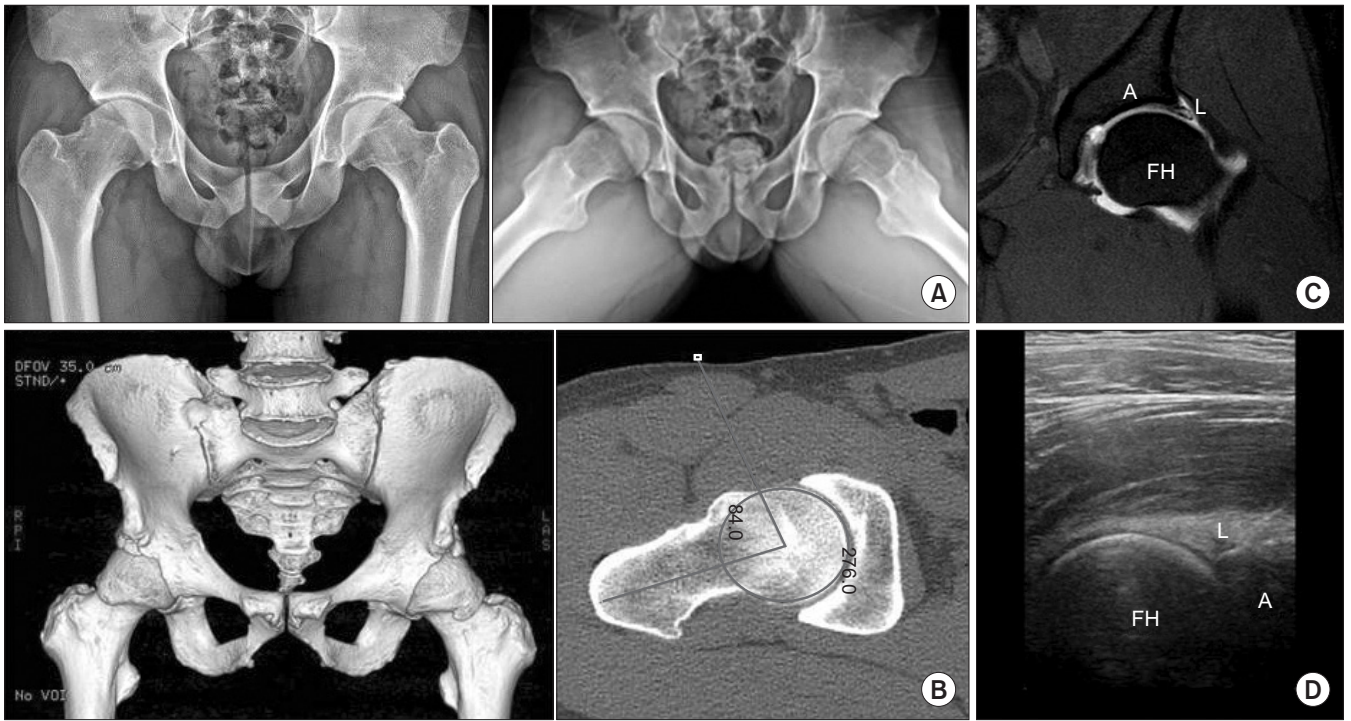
Radiographic evaluation for hip arthroscopy. (A) Simple radiography. (B) Three-dimensional computed tomography of the hip. The angle in femoral head is alpha angle. Increased alpha angle is a evidence of cam impingement. (C) Magnetic resonance arthrography. (D) Ultrasonography. A, acetabulum; L, labrum; FH, femoral head.
